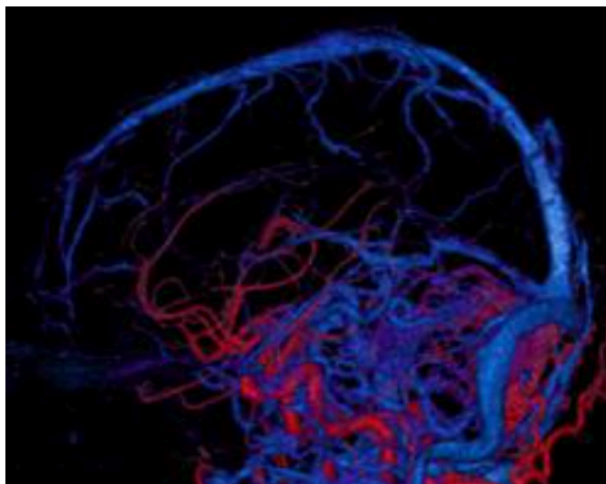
Кровеносные сосуды головного мозга изображение получено на 320-КТ (с сайта <http://www.hopkinsmedicine.org/>).
